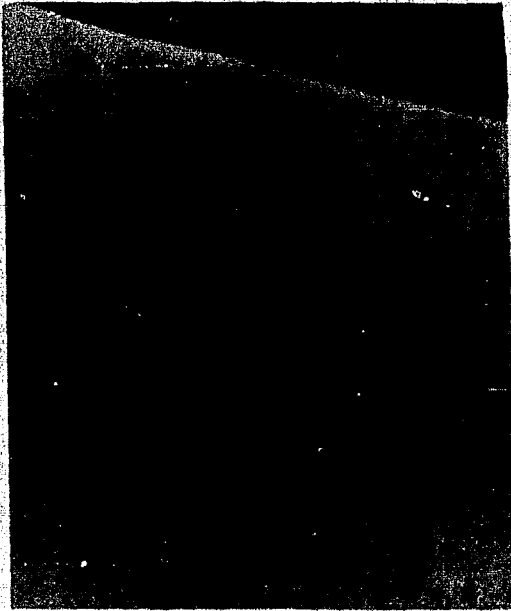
Microradiografía de una raíz altamente pulida que muestra una porción de superficie hipermineralizada. En porciones de las regiones subsuperficiales, se observan con facilidad los túbulos dentinarios
